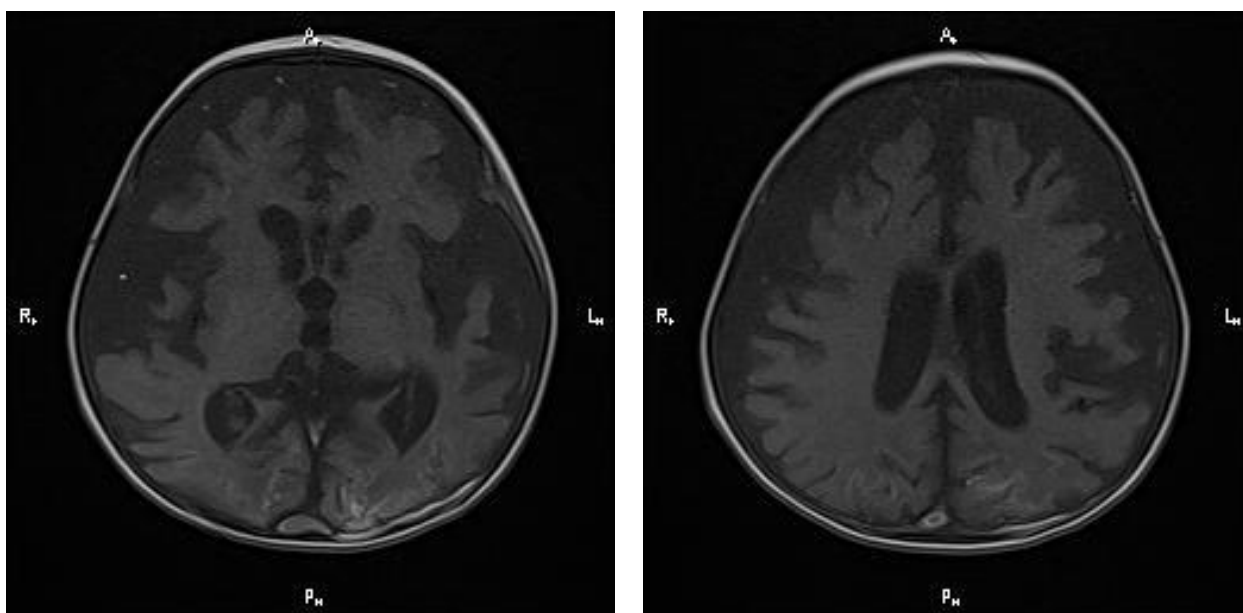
МРТ головного мозку: ішемічні зміни по ходу кортико-спінальних шляхів та гіпоглікемічні зміни в тім'яно-потиличних долях (Джерело: надано лікарями радіологами відділення радіології НІМЦ ДКК МОЗУ)
